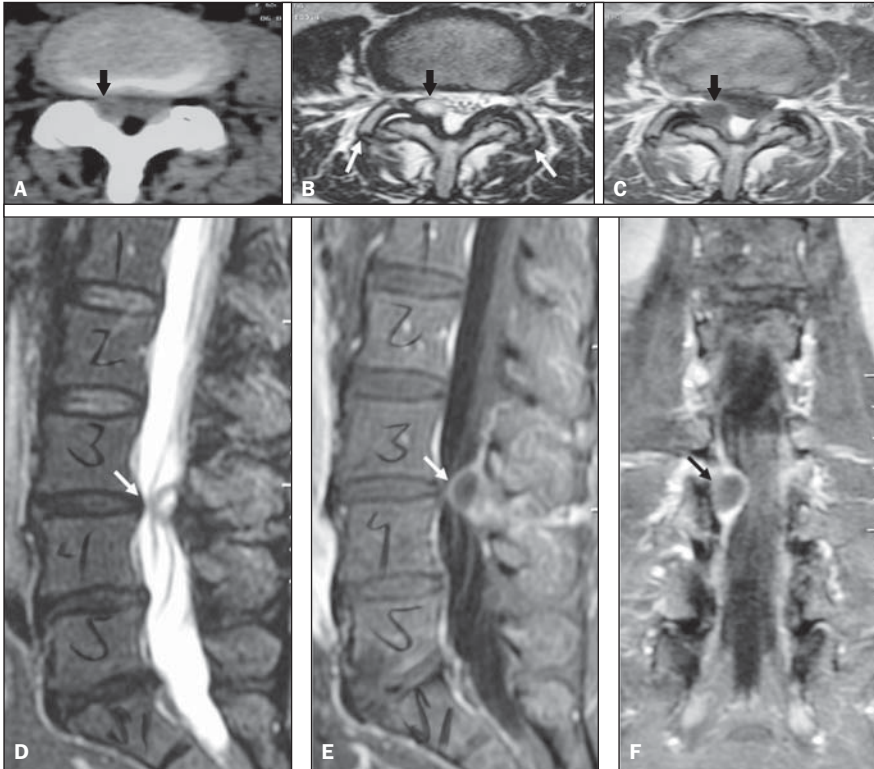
Cisto sinovial. Paciente de 65 anos de idade, sexo feminino, com cialgia direita. TC (A) demonstra formação hipodensa (seta preta) junto à interapofisária direita de L3/L4. Na RM no plano axial nota-se artrose interapofisária bilateral (setas brancas), com líquido intra-articular à direita. Observa-se cisto sinovial com hipersinal em T2 (B), que apresenta realce pós-contraste em T1 (C). RM no plano sagital T2 com saturação de gordura (D) evidencia cisto sinovial (seta), com realce pós-contraste em T1 (E) e compressão do saco dural para a esquerda, mais bem observada no plano coronal (F) pós-contraste.
